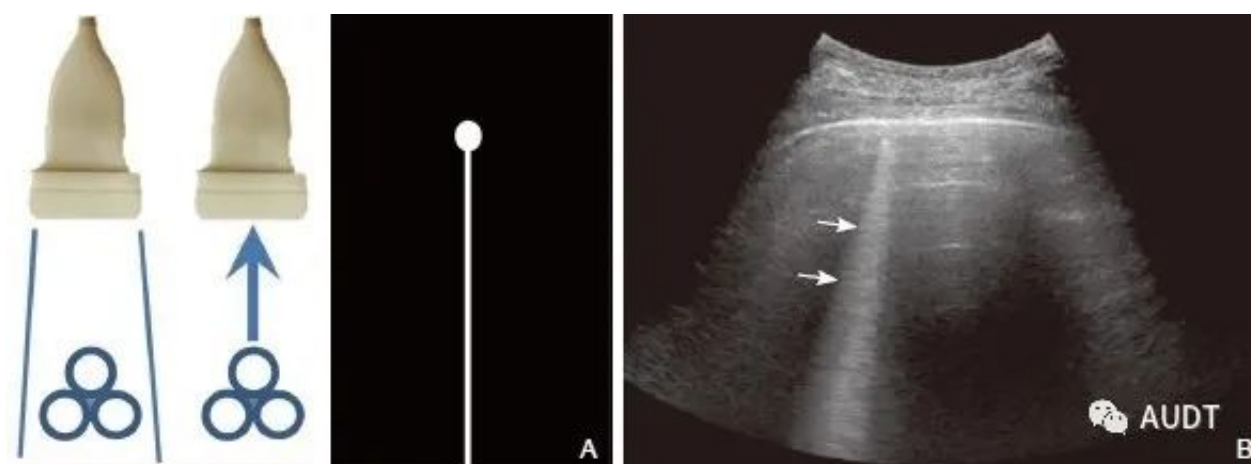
振铃伪像。A：超声波在气体包绕的液体之间产生强烈的震荡，产生连续的回波并被探头接收；B：肺泡内气泡在超声激励下震荡并被探头接收，声像图中形成与胸膜线垂直的激光束样强回声，即B线(箭头所示)。
